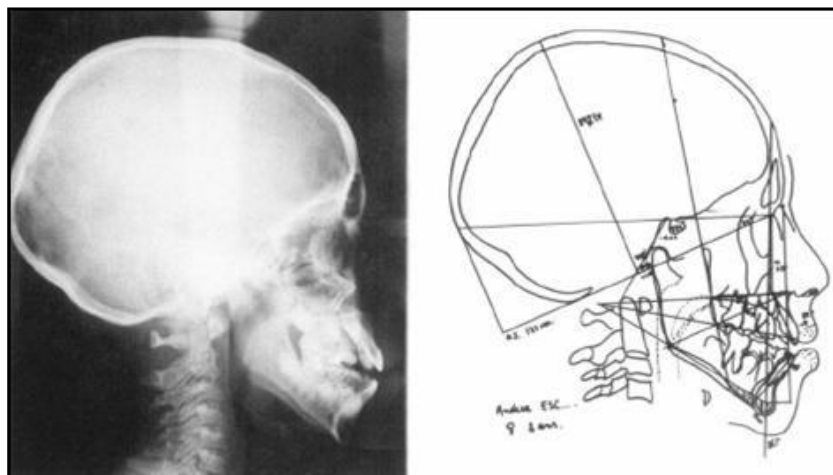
Telerradiografía de perfil y análisis arquitectural. Paciente de sexo femenino de 8 años de edad. Tomado de Pantoja y col. 2000³³
